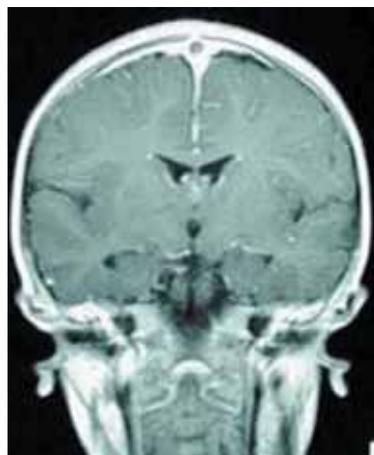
Sinusvenenthrombose Sinus sagittalis, 2-jähriges Kind mit Mastoiditis bds., Kontrastmittelaussparung (MRT)
